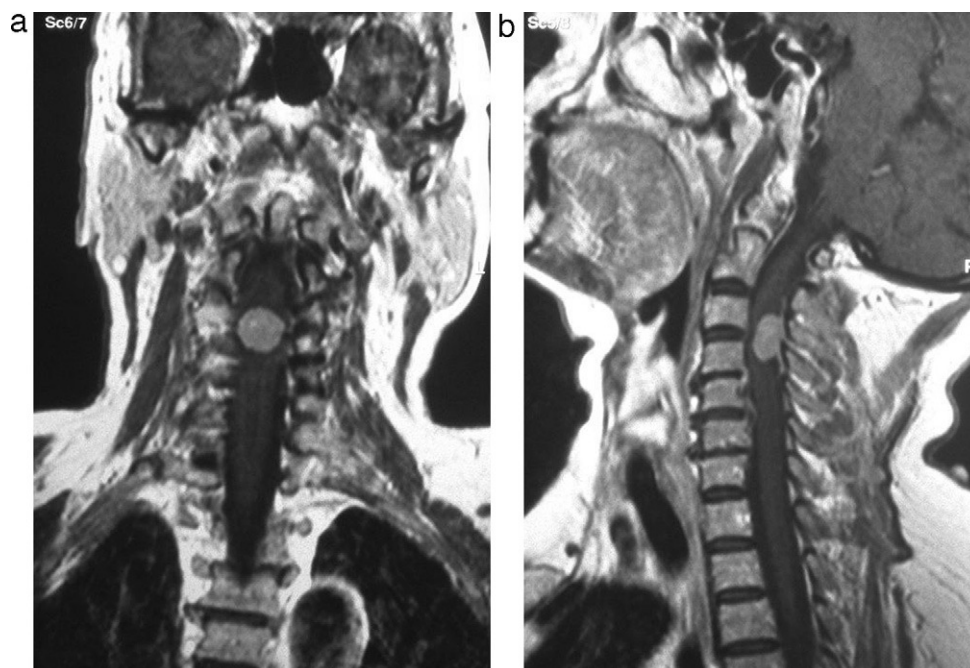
Resonancia magnética cervical: masa intrarraquídea C3-C4.
